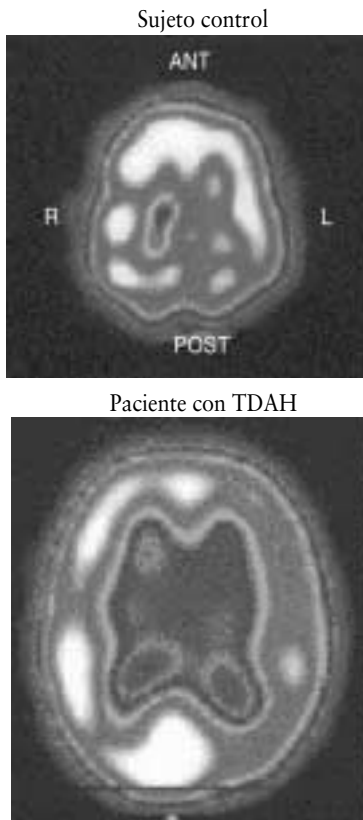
SPECT cerebral en un paciente con TDAH y en un sujeto sano.
